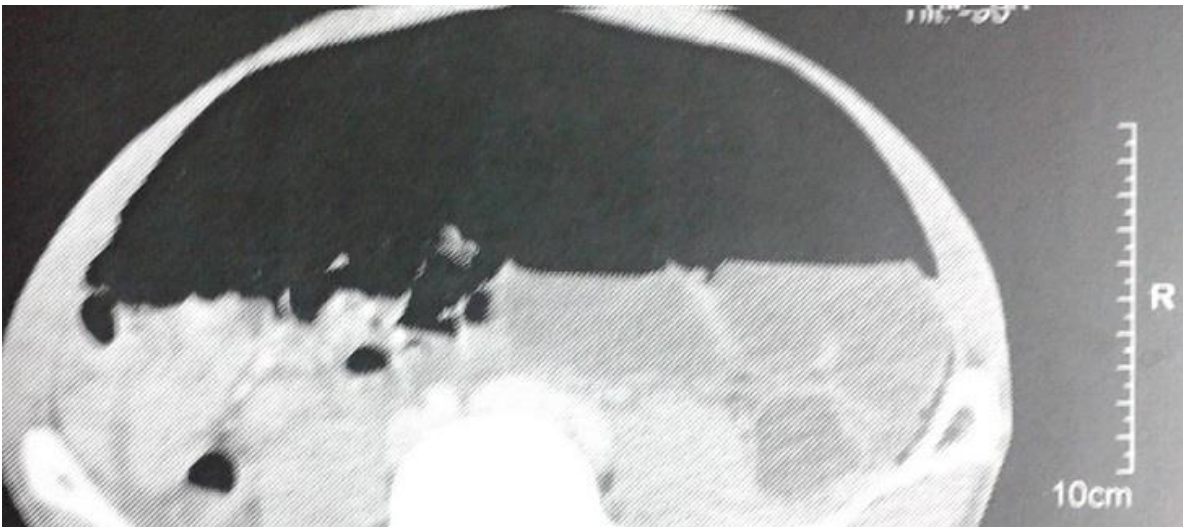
Aspect TDM du pneumopéritoine plaquant les anses contre le péritoine pariétal postérieur
